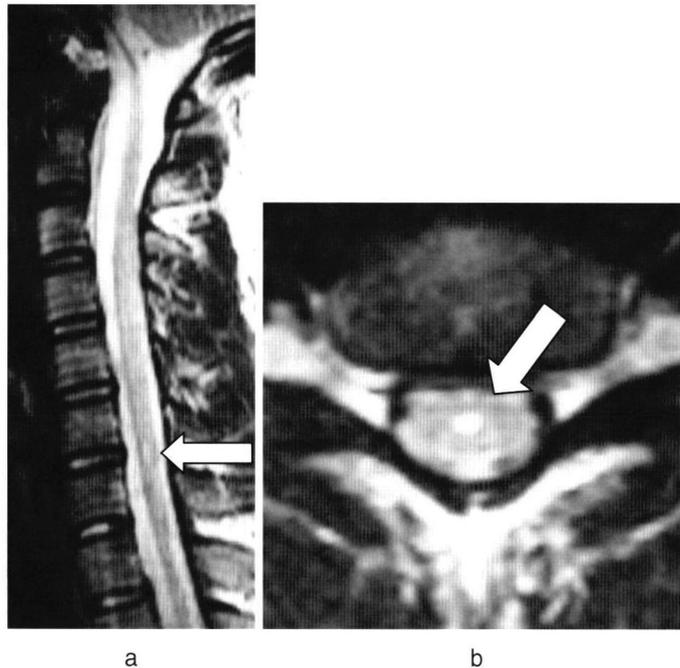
Case 3 : T2-weighted MRI of the cervical spine, showing a syrinx (white arrow) at the level of the C6/7 disc (a) Sagittal image, (b) axial image at the level of the C6/7 disc.
